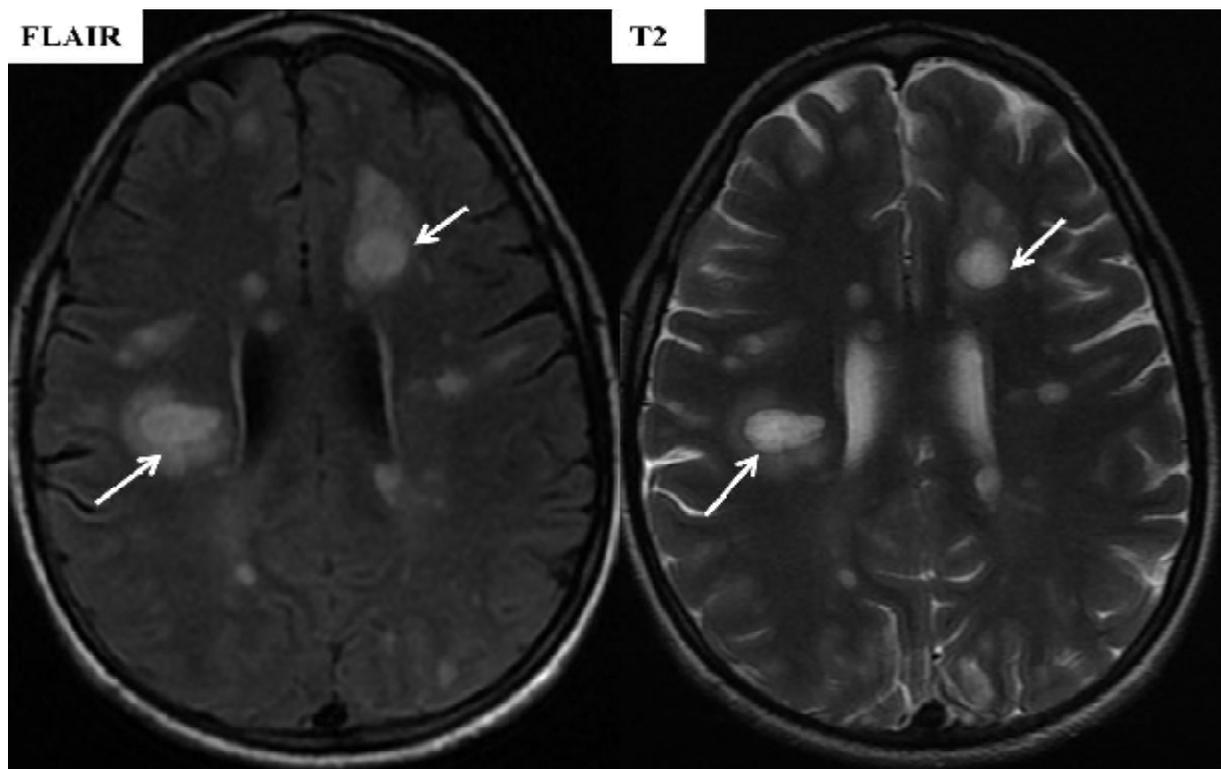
Aspect typique des lésions de la SEP Multiples lésions nodulaires de la SB profonde, décrites en hypersignal T2 et FLAIR plus marqué au centre qu'à la périphérie correspondant à l'œdème péri lésionnel.
